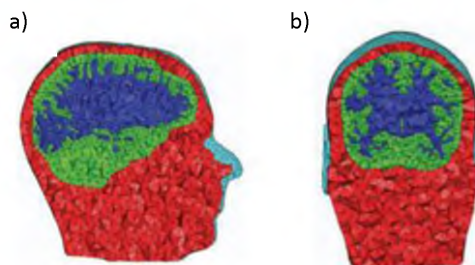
Generación de una malla para la materia gris (verde) y la materia blanca (azul) segmentada desde imágenes anatómicas dadas por MRI en a) vista sagital y b) vista coronal (Fang and Boas, 2009).
